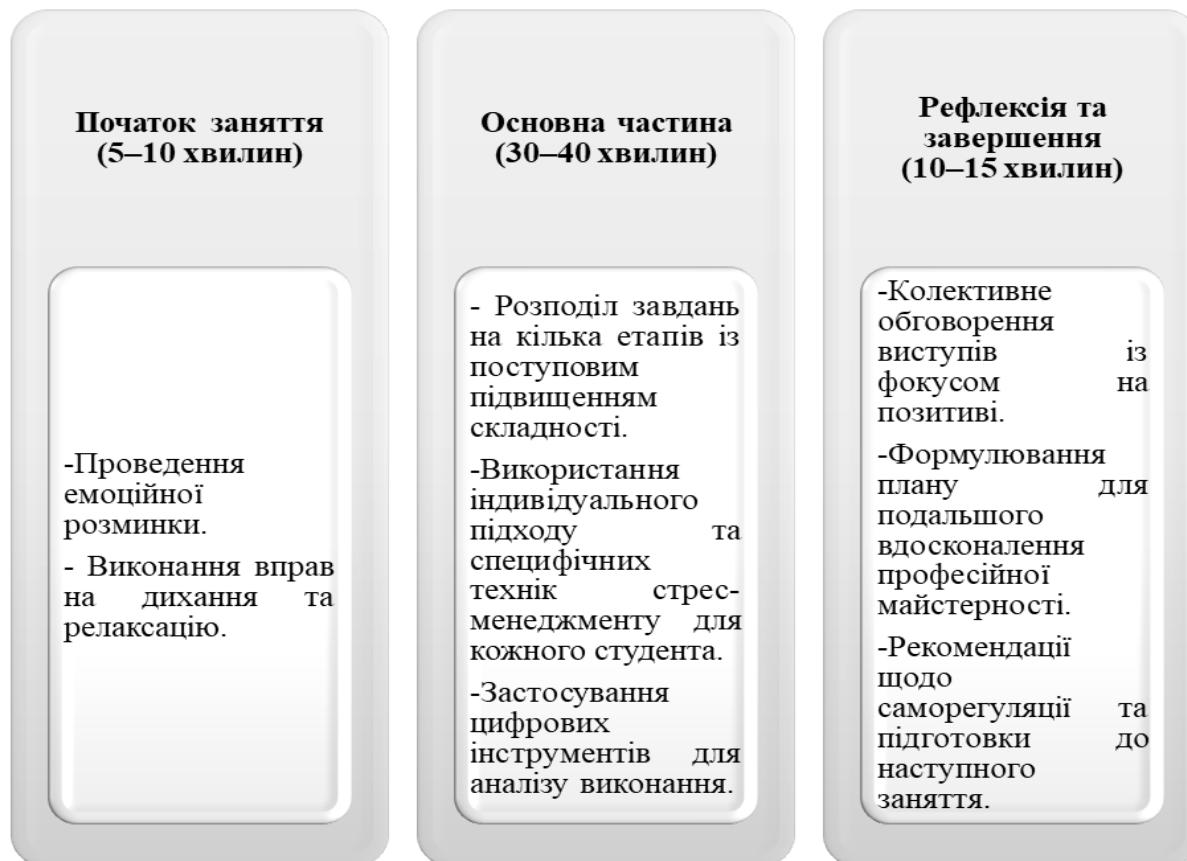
Інтеграція технологій стрес-менеджменту до занять з дисципліни «Музично-виконавський практикум»
